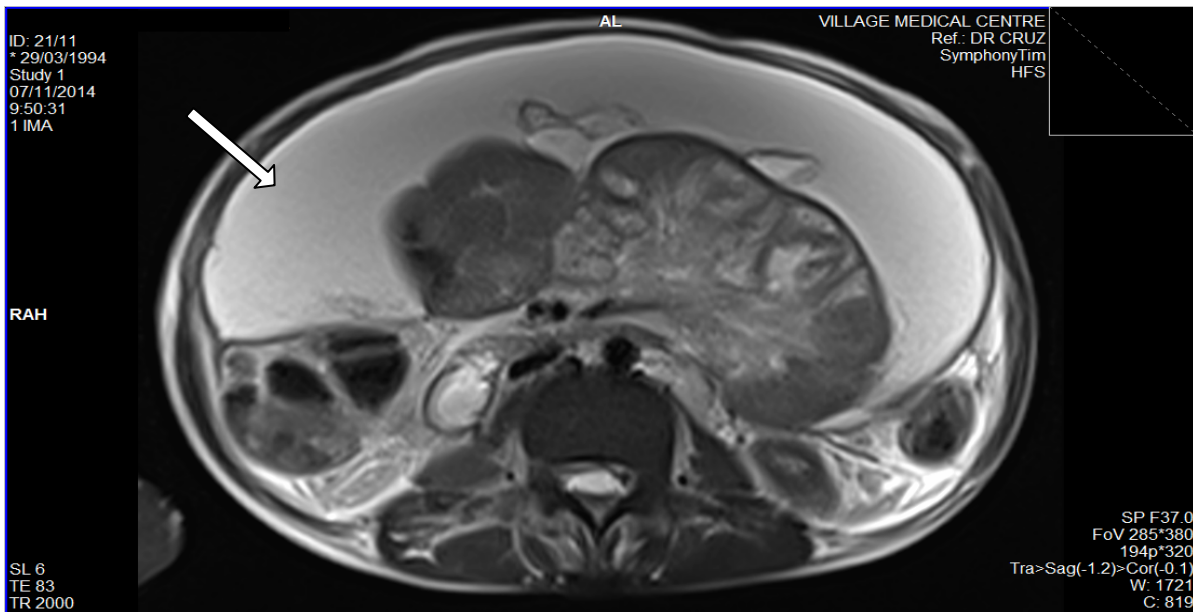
Resonancia magnética nuclear abdominal en posición supina: moderada ascitis, ligera esplenomegalia, injerto renal en fosa ilíaca derecha con colección fluida no tabicada, adyacente al sistema excretor de 6.3x4.9cm, con comunicación extensa de la pared abdominal anterior de seis a 10cm de grosor como promedio (flecha). Riñones nativos atróficos
